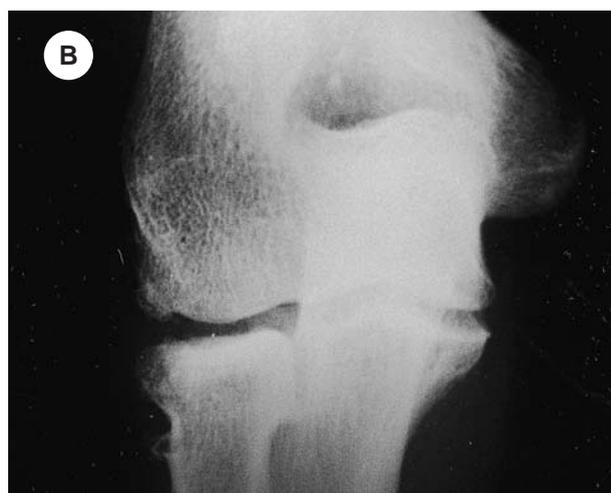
G.F., maschio, 30 anni. Frattura tipo IIb (A); quadro radiografico a 4 anni dopo resezione parziale (B, C); con grave limitazione funzionale della pronazione (D, E, F, G)
